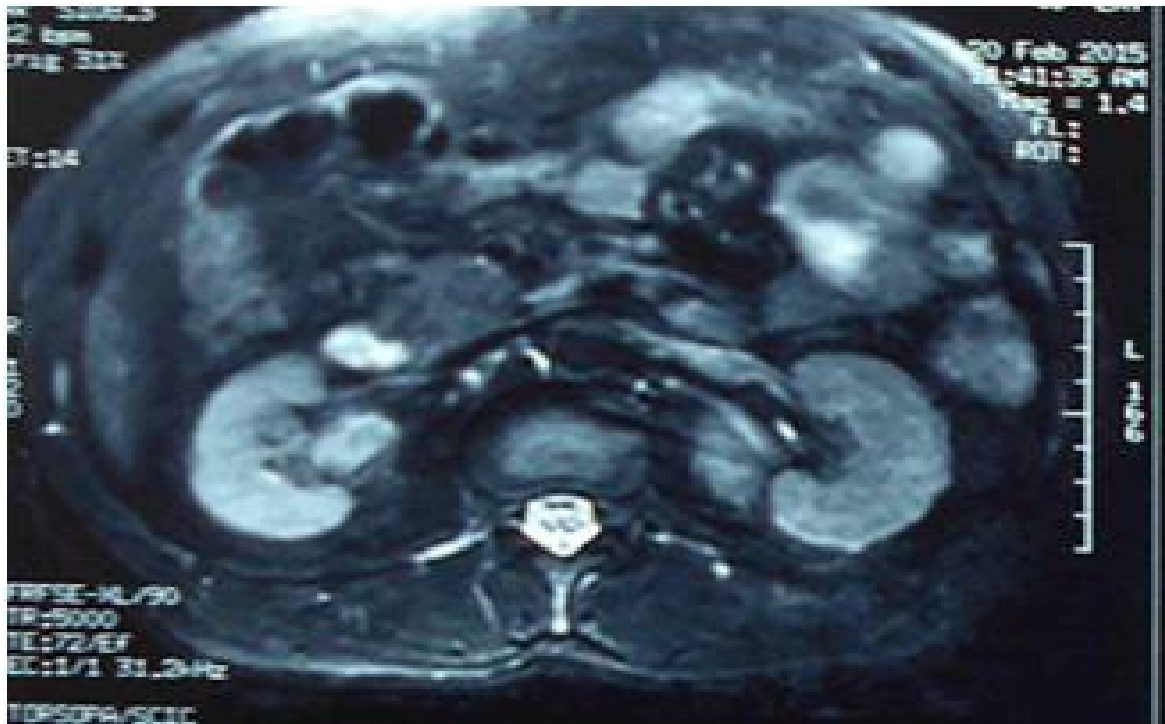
Uro-IRM: masse occupant le groupe calicielle supérieur
